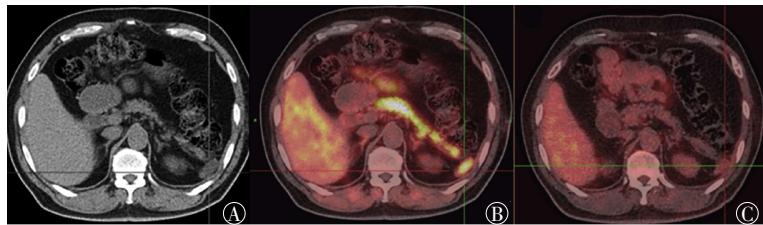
高分化肝细胞肝癌患者的 ^{11}C -乙酸盐及 ^{18}F -FDG PET/CT显像图 患者男性,63岁,肝左叶肿瘤切除术后1年,AFP进行性增高。图中,A:CT横断位显示胰尾外侧实性结节(十字线所示);B: ^{11}C -乙酸盐PET/CT融合图横断位显示结节异常放射性浓聚(十字线所示);C: ^{18}F -FDG PET/CT融合图横断位显示结节无明显异常放射性摄取(十字线所示)。FDG:氟脱氧葡萄糖;PET/CT:正电子发射断层显像计算机断层摄影术;AFP:甲胎蛋白。
